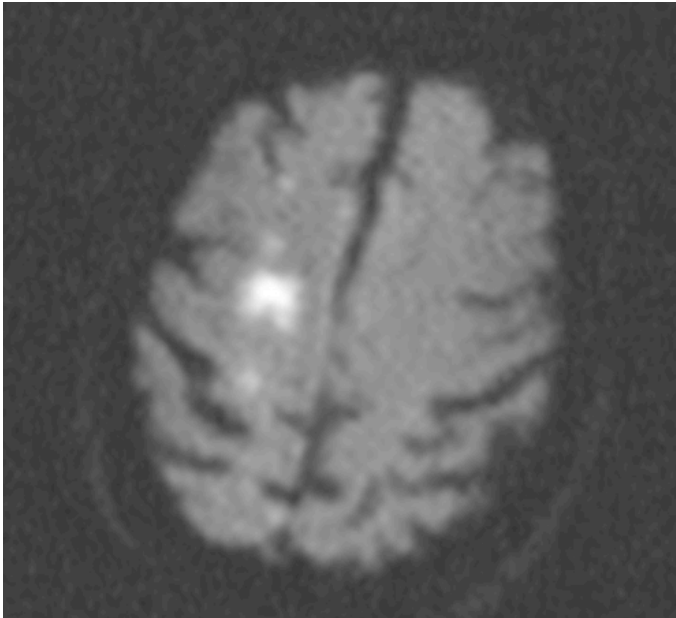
Präoperative MRT mit mehreren kleinen Läsionen bei symptomatischem ACI Verschluss
